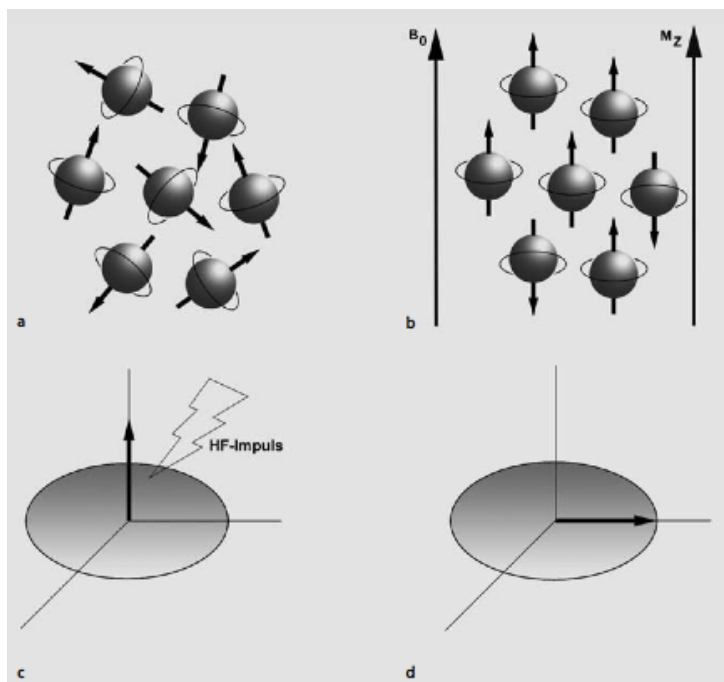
Funktionsprinzip MRT: a) Besteht kein äußeres Magnetfeld rotieren die Spins in beliebiger Ausrichtung um ihre Achse. b) Wird ein äußeres Magnetfeld B_0 erzeugt, richten sich die Spins parallel oder antiparallel zu B_0 aus. Dabei entsteht eine Längsmagnetisierung M_z . c) Durch einen HF-Impuls kann die Ausrichtung des Vektors des durch die Spins erzeugten Magnetfelds um 90° gekippt werden. d) So entsteht die Quermagnetisierung M_{xy} . (Abbildung entnommen aus (Weishaupt et al., 2009).)
